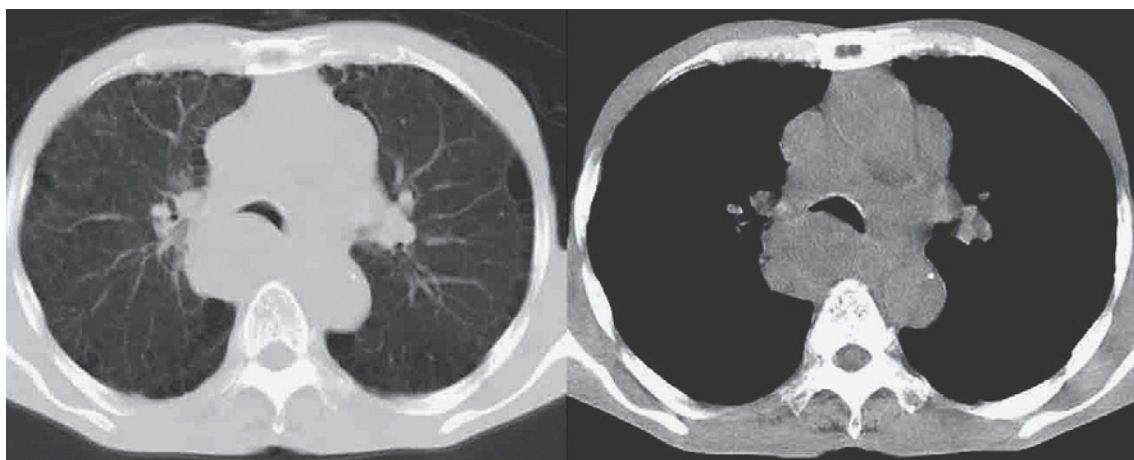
Chest CT scan on admission shows a mass shadow in the mediastinum between the carina and the truncus intermedius.
